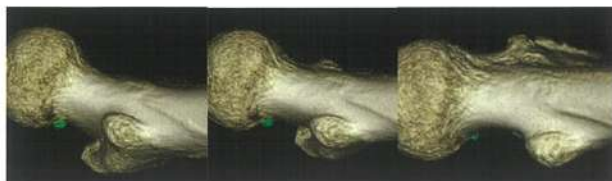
股関節 CT3D 軸位像（左から外旋位，中間位，内旋位）
